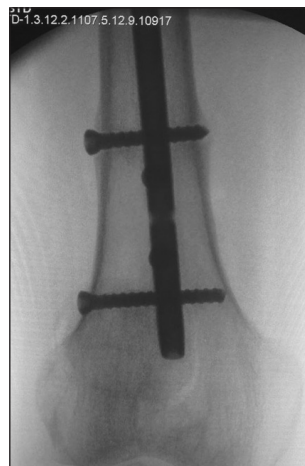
Рентгенограма після заміни гвинта (пряма проекція)
